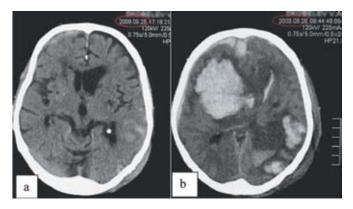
KT в динамике при прогрессии геморрагического очага ушиба: а — при поступлении; b — через 16 ч. Fig. 4. Dynamic brain CT in case of progressive hemorrhagic brain contusion: а — on admission; b — in 16 hours after admission.
